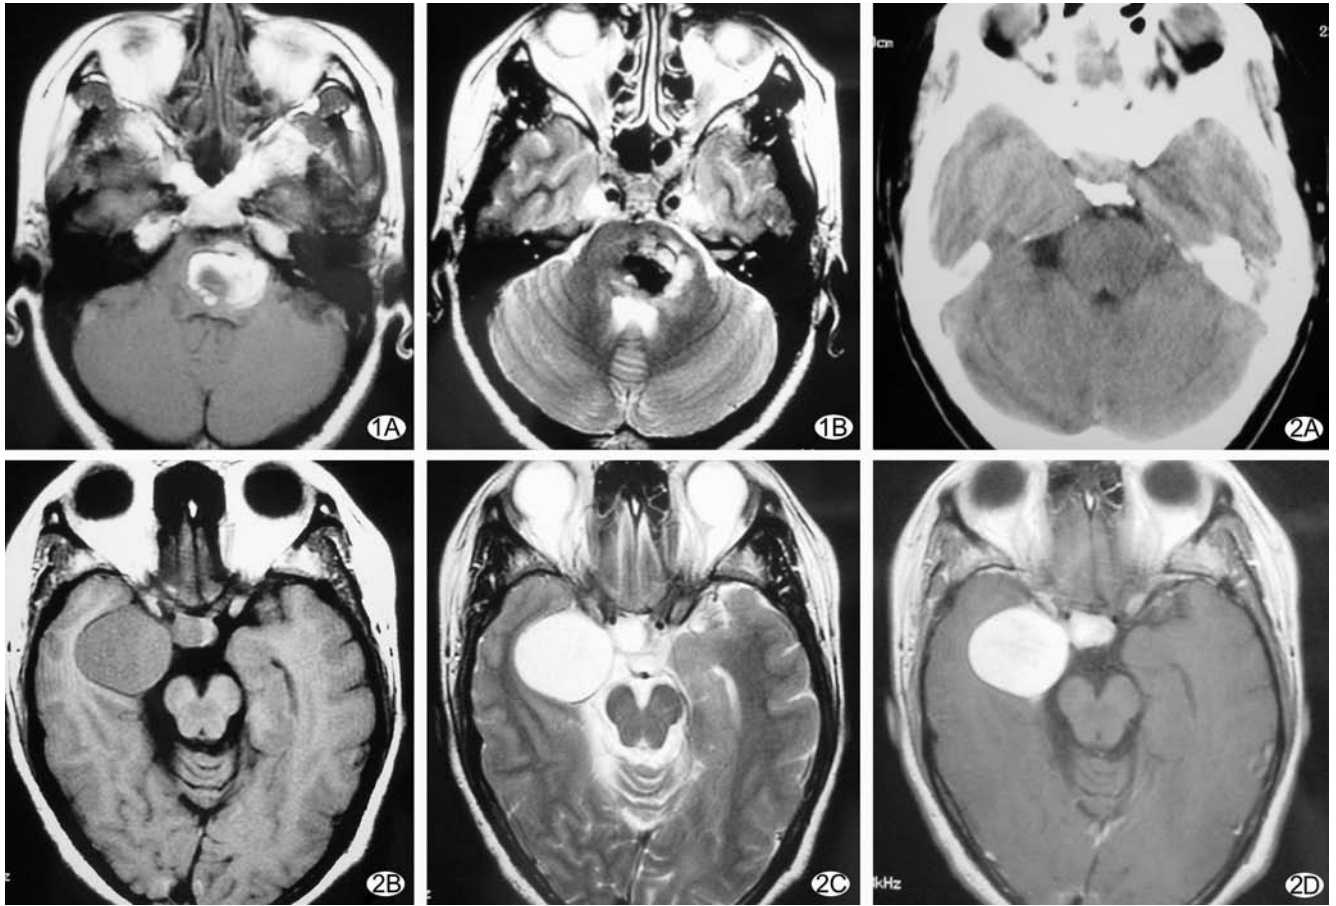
脑干内海绵状血管瘤 A. MRI T1 加权像可见脑干内不规则等 T1、短 T1 混杂信号病变; B. T2 加权像为长 T2、短 T2 混杂信号。病变合并出血, 脑干受压 图 2 右脑中窝海绵状血管瘤(侵犯海绵窦) A. CT 平扫为类圆形等密度病变, 边界清楚; B. MRI T1 加权像可见右侧脑中窝哑铃型病变, 呈等 T1 信号; C. T2 加权像为均一的长 T2 信号; D. 病变可明显均匀强化
